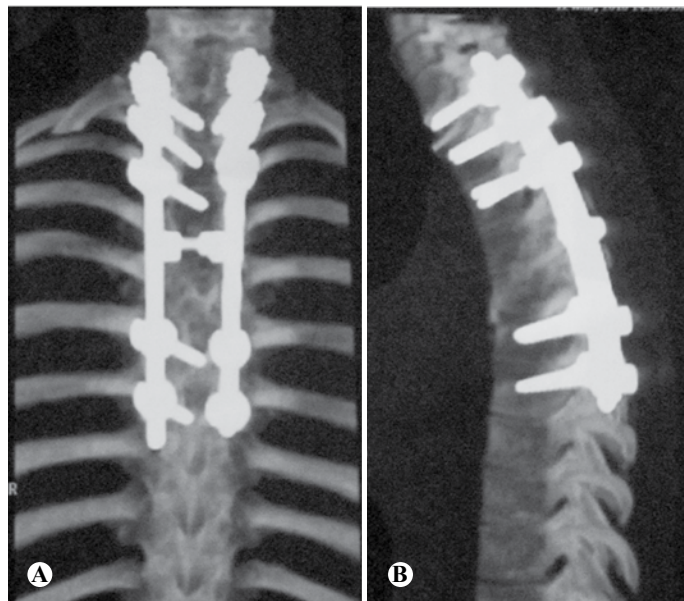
(A) Radiografia anteroposterior do pós-operatório imediato. (B) Radiografia em perfil do pós-operatório imediato, mostrando a restauração do alinhamento sagital.
